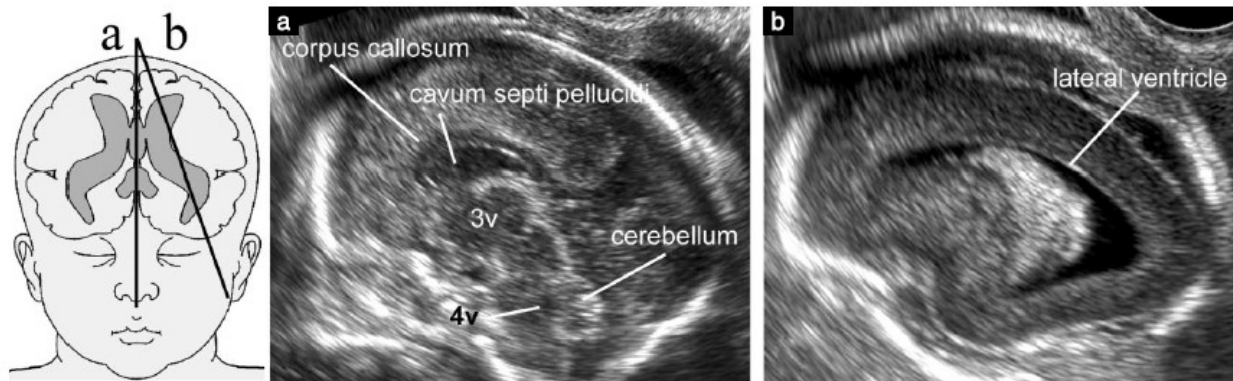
Planos sagitais da cabeça fetal. (a)Plano médio-sagital; (b)plano parassagital. 3v- terceiro ventrículo; 4v- quarto ventrículo. [adaptado de *International Society of Ultrasound in O, Gynecology Education C 2007*]⁽¹⁾
